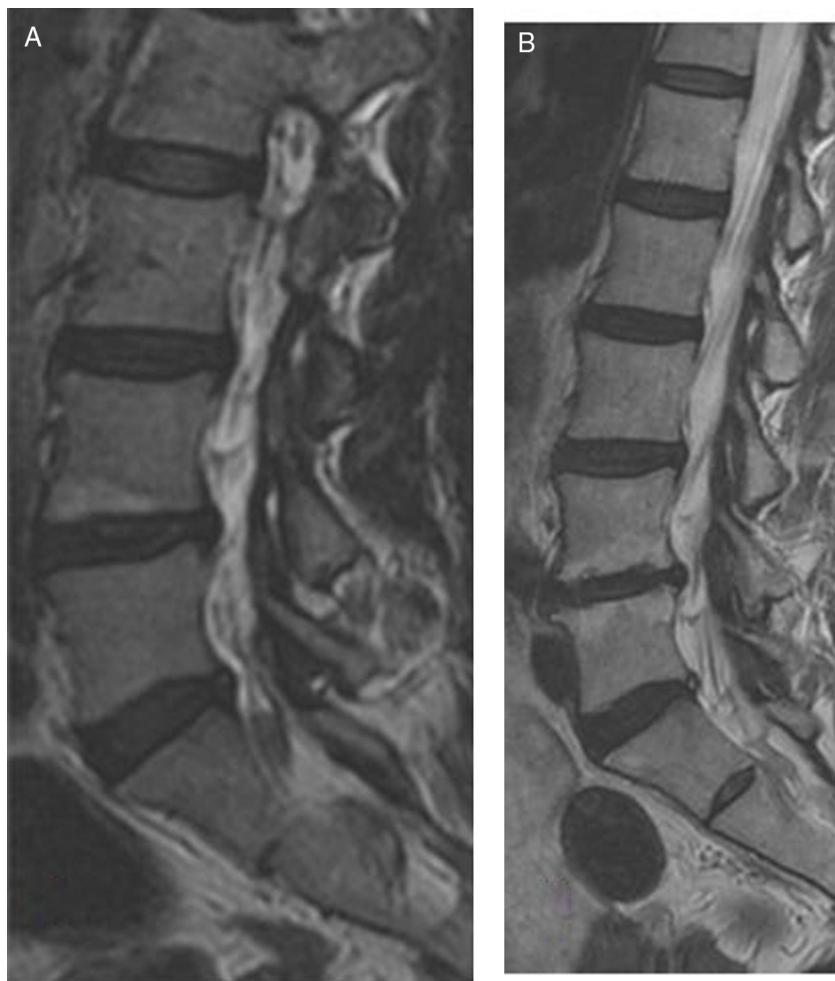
A) Imagen sagital potenciada en T2 de RM lumbar de mujer de 45 años en la que se objetiva cambio Modic tipo 1 en platillo vertebral inferior de vértebra L4. B) Imagen sagital potenciada en T2 de RM lumbar de la misma paciente tras 10 años de evolución en la que observamos cambio Modic tipo 1 en platillo vertebral inferior de vértebra L4 y en platillo vertebral superior de L5. La paciente no ha requerido tratamiento quirúrgico ni ha precisado de incapacidad.
